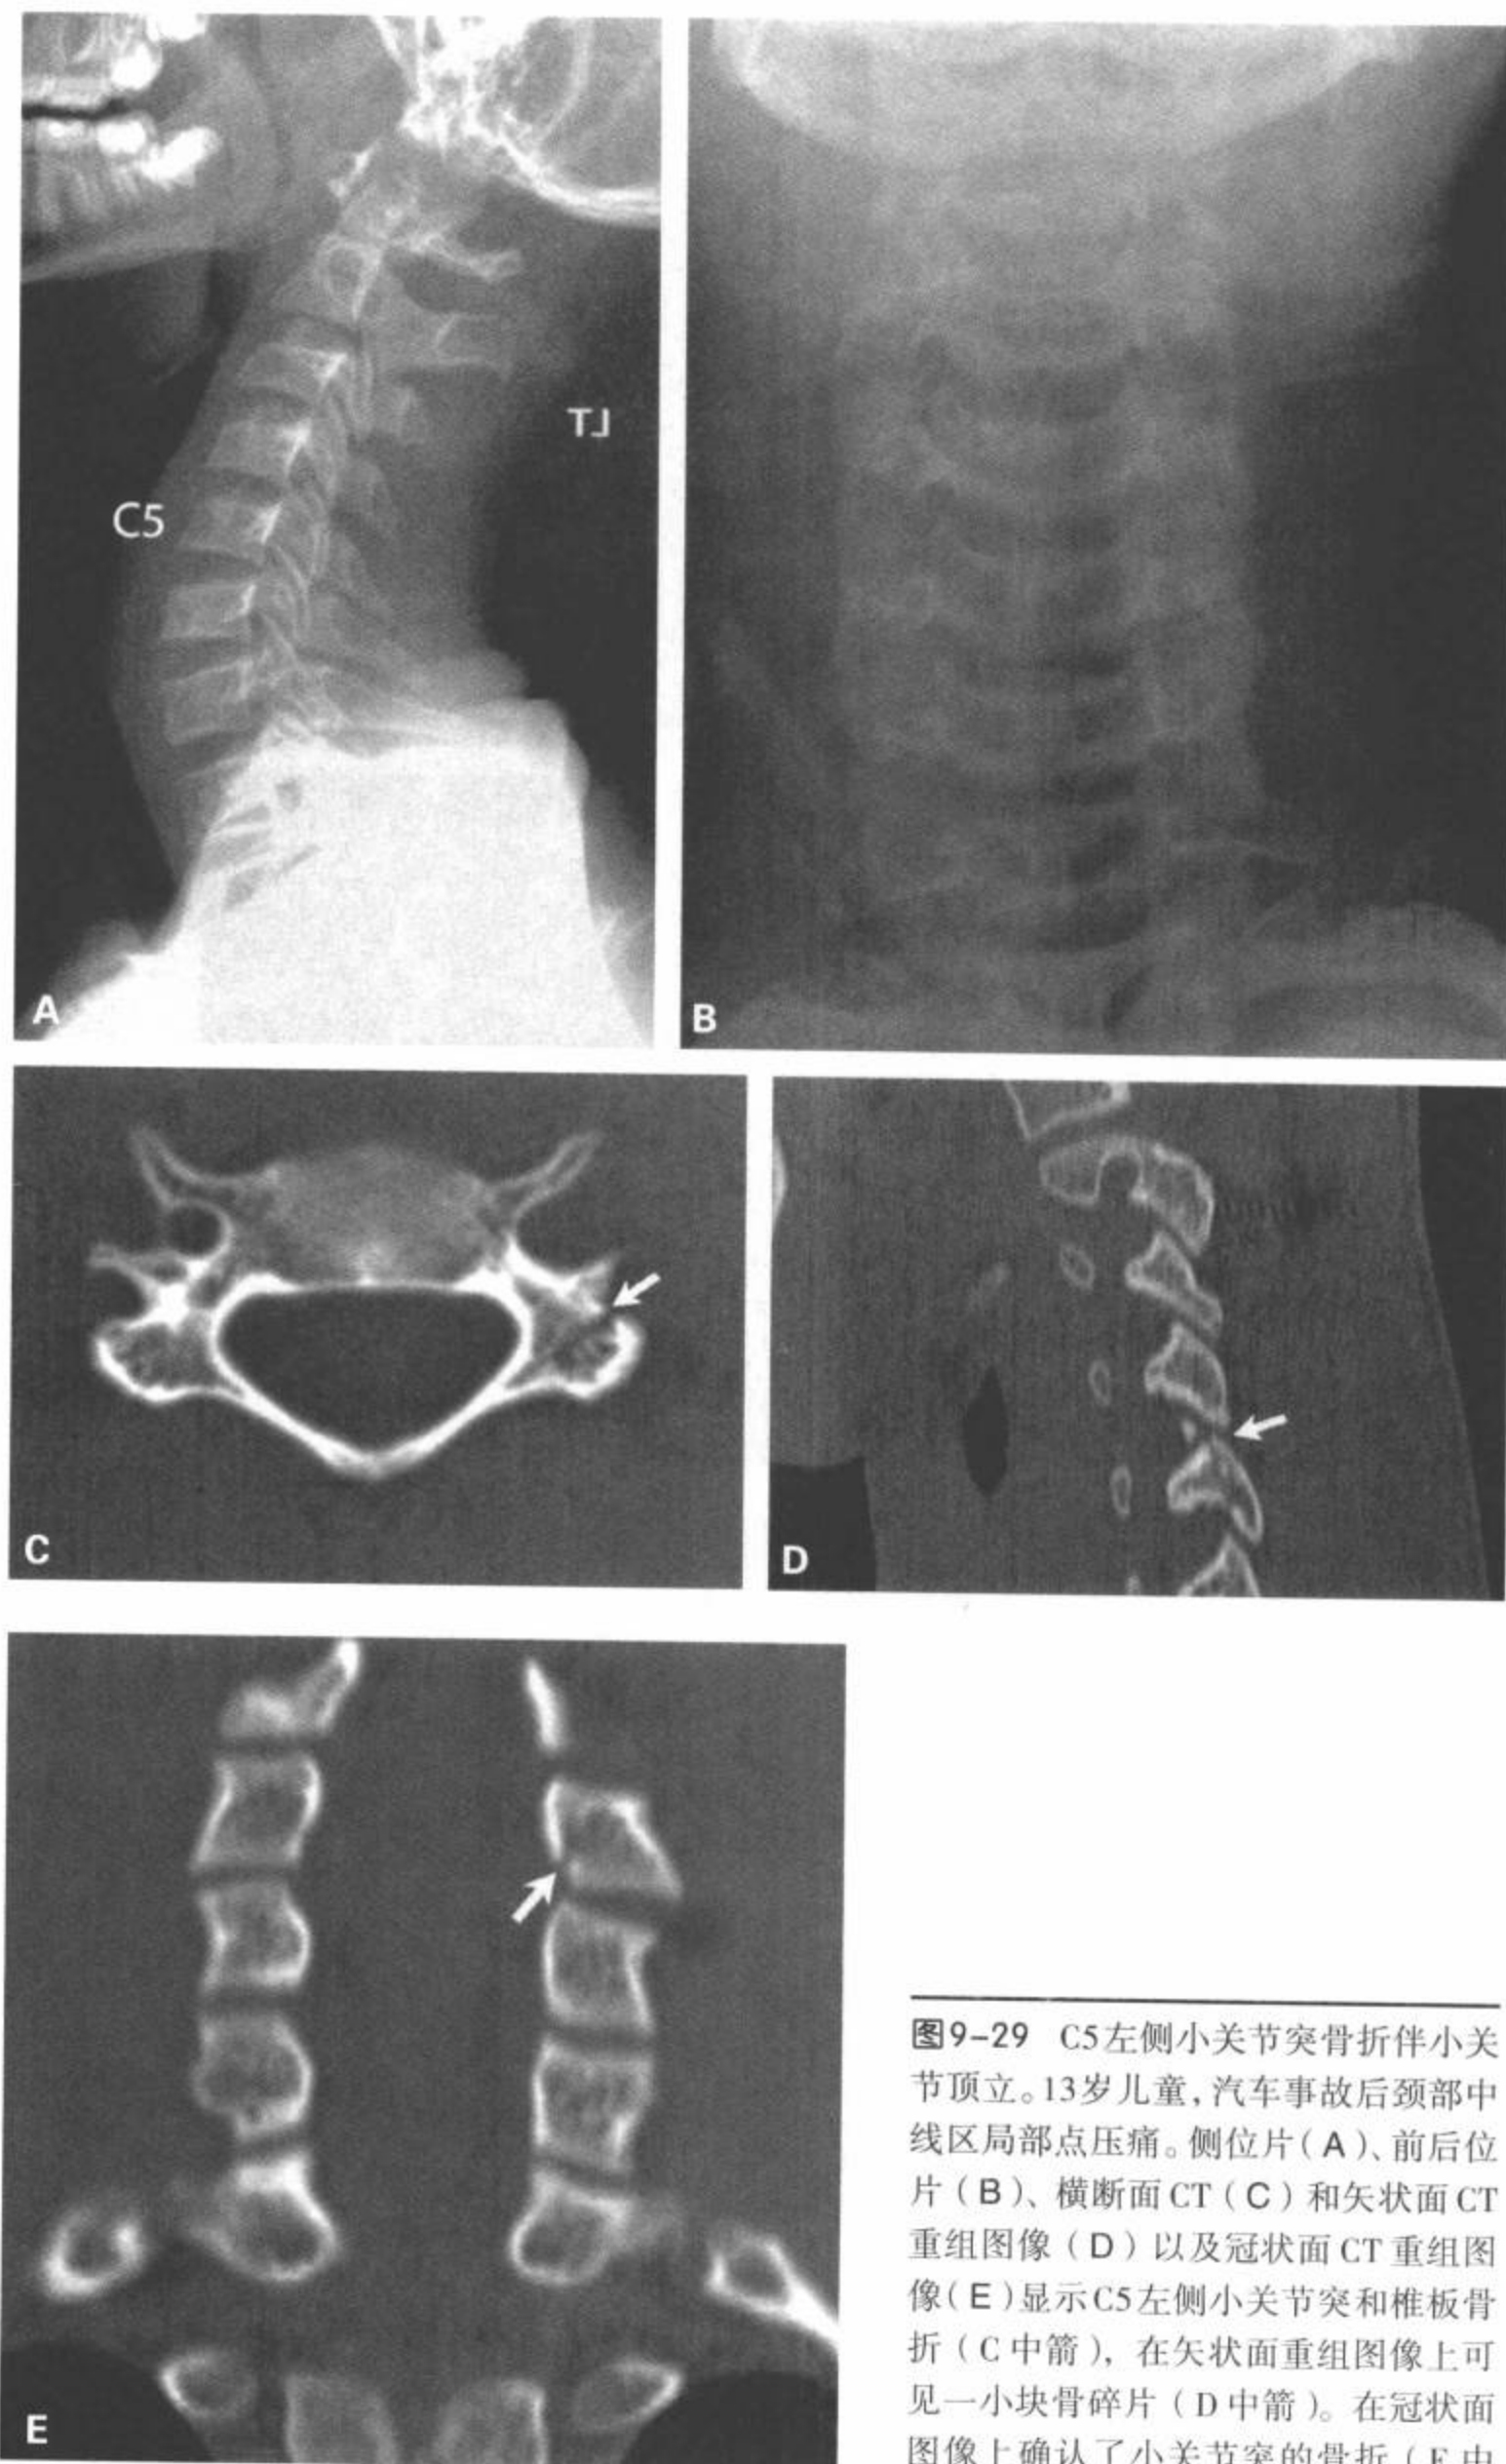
C5左侧小关节突骨折伴小关节顶立。13岁儿童，汽车事故后颈部中线区局部点压痛。侧位片(A)、前后位片(B)、横断面CT(C)和矢状面CT重组图像(D)以及冠状面CT重组图像(E)显示C5左侧小关节突和椎板骨折(C中箭)，在矢状面重组图像上可见一小块骨碎片(D中箭)。在冠状面图像上确认了小关节突的骨折(E中箭)。
